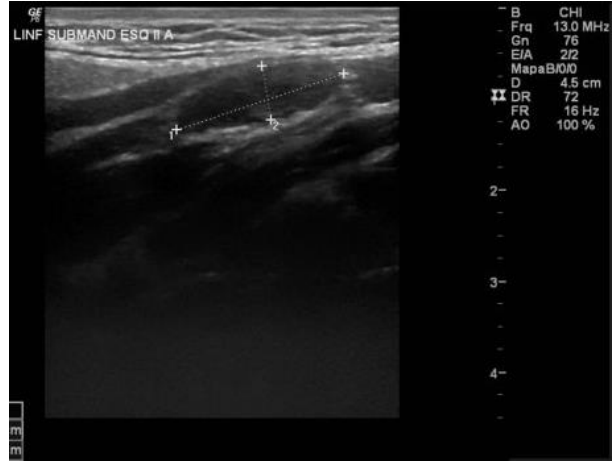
Ultrassonografia das glândulas salivares maiores (GSM) do P4<sub>EENMs</sub>
